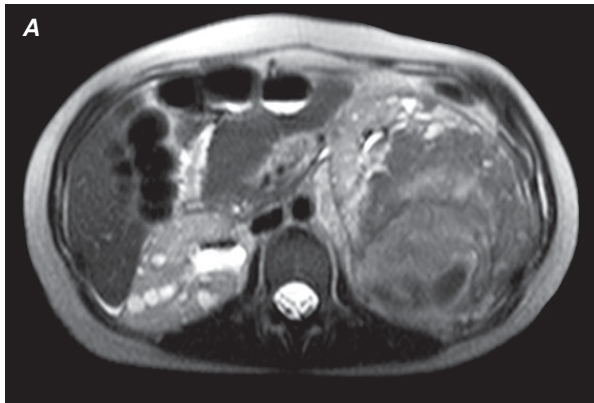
Corte axial de RM potenciada en T2 (A) y T2 supresión grasa (B) que muestran los quistes renales bilaterales y la heterogeneidad de la masa renal izquierda sospechosa de malignidad.
